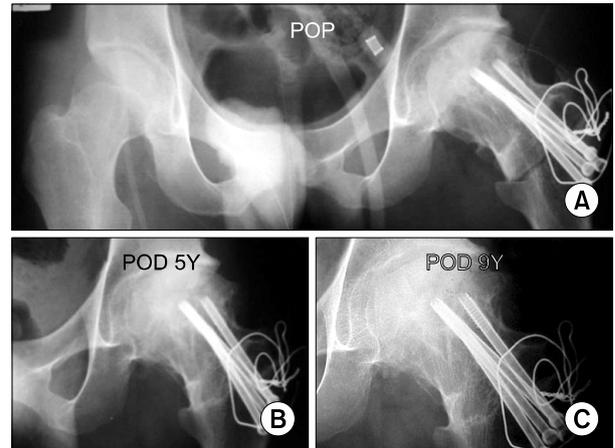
Radiographic findings of a 27-year-old man with idiopathic ONFH with mild collapse of the left hip. (A) Immediate post-operatively radiograph of both hip joints, Anteroposterior view showing the transtrochanteric rotational osteotomy of the left hip joint. (B) Postoperative radiograph of both hip joints, Anteroposterior view five years after the osteotomy showing preservation of the femoral head contour and joint space. (C) Postoperatively radiograph of both hip joints, Anteroposterior view nine years after the osteotomy showing preservation of the femoral head contour and joint space.
